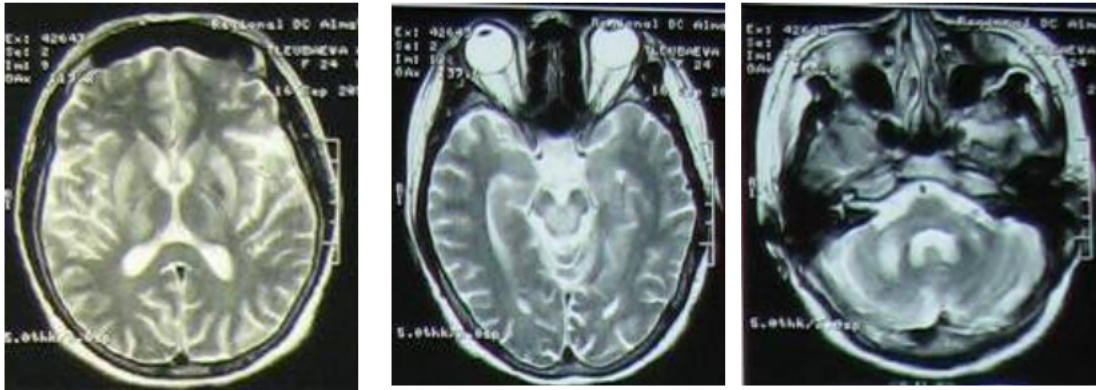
На рисунке представлены томограммы T1 и T2 взвешенных изображений аксиальной проекции головного мозга, на которых визуализируется изменение интенсивности МР сигнала в проекции базальных ганглиев, ножках мозга и околывадопроводном сером веществе, ножках мозга, ножках мозжечка и зубчатом ядре правой гемисферы мозжечка.
